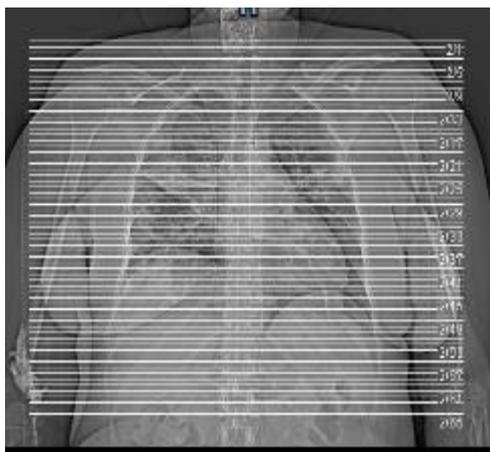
КТ легких от 27.07.2021 г.
